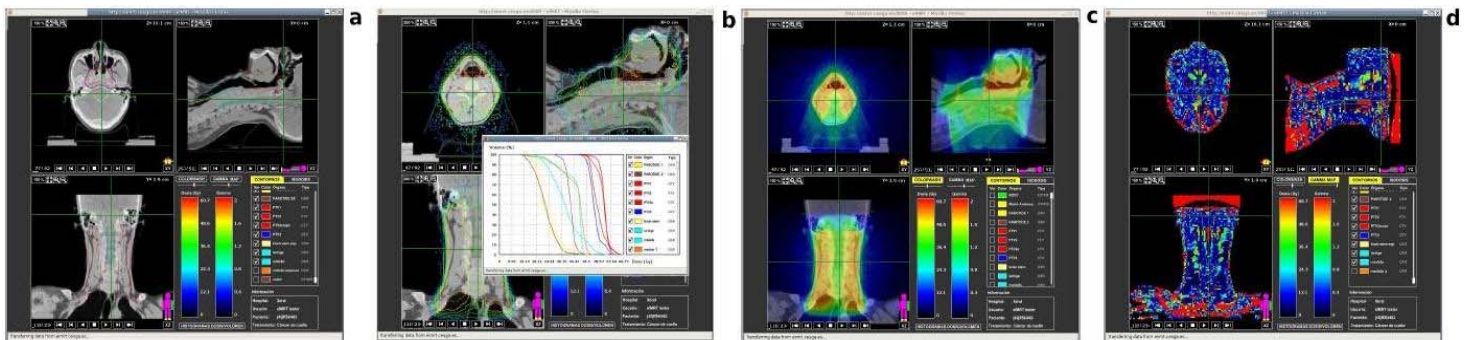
Visualizador gráfico Flash de la verificación de un tratamiento. Esta herramienta es incluida en la plataforma para comparar la distribución de dosis calculada con Monte Carlo y la calculada por el TPS. a) Muestra de los contornos definidos por el usuario (planned treatment volumen ,PTV, organ at risk, OAR, etc) sobre la imagen del TC b) DVH e isodosis de la simulación Monte Carlo c) Superposición del CT con la dosis calculada por Monte Carlo en colorwash d) Mapa gamma bidimensional de las dos distribuciones de dosis.
